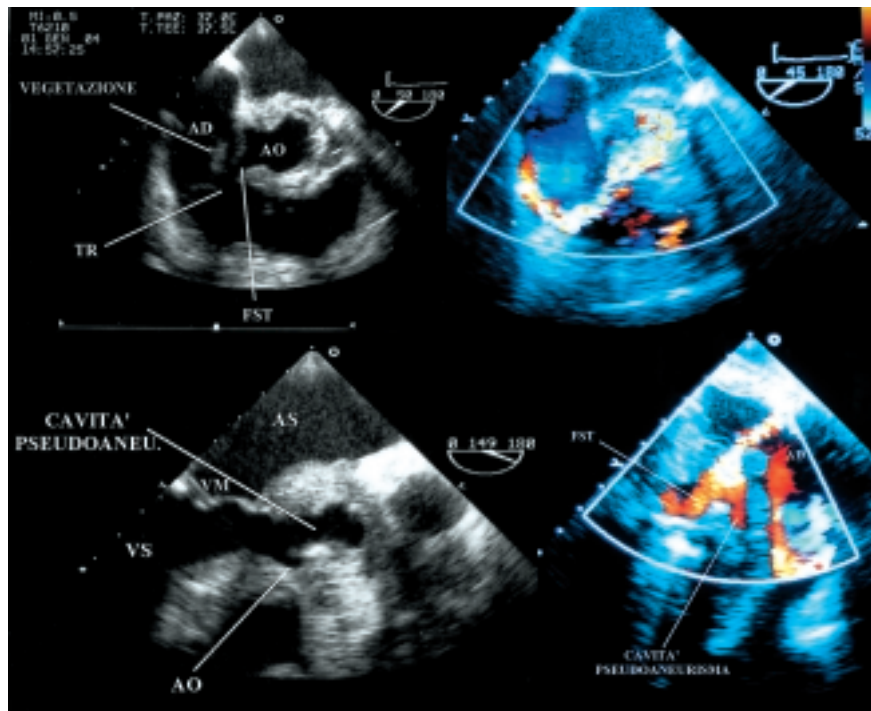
In alto a sinistra una proiezione esofagea a 50° evidenzia il tragitto fistoloso (FST) che dalla regione sottovalvolare aortica (AO) sbocca in atrio destro (AD) appena sopra il piano valvolare tricuspitale (TR). Adesa alla parete atriale destra è visibile una vegetazione mobile. In alto a destra nella stessa proiezione è rappresentato il flusso attraverso la fistola con il color Doppler. In basso a sinistra una proiezione esofagea off-axis a 149° evidenzia la comunicazione fra la cavità dello pseudoaneurisma (cavità pseudoaneu.) con il tratto di efflusso del ventricolo sinistro (VS) posta fra la base di impianto del lembo anteriore della mitrale (VM) e l'AO. È indicato in figura l'atrio sinistro (AS). In basso a destra il color Doppler nella sezione transgastrica obliqua mostra il punto di confluenza del flusso presente all'interno della cavità dello pseudoaneurisma con quello dell'FST e lo sbocco comune in AD.
